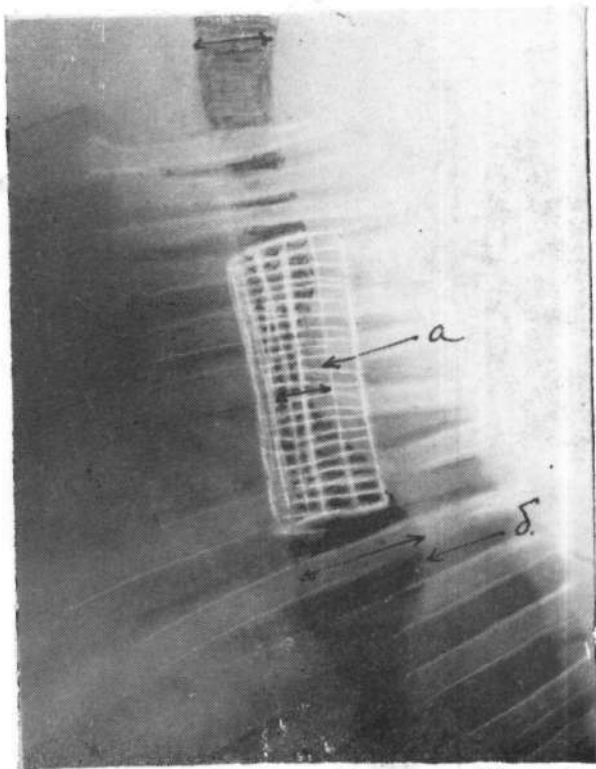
Опыт № 93. Срок наблюдения 238 дней. Рентгенограмма грудной полости через 6 месяцев после операции: *a* — контуры задней стенки трахеи в области трансплантата резко втянуты, *б* — область бифуркации расширена (момент выдоха).
